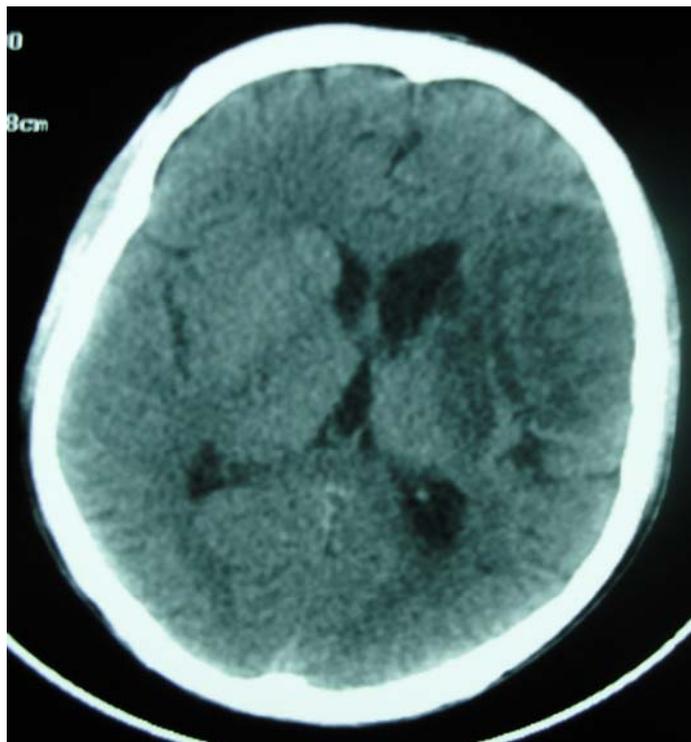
TDM cérébrale montrant un AVCi sylvien gauche
